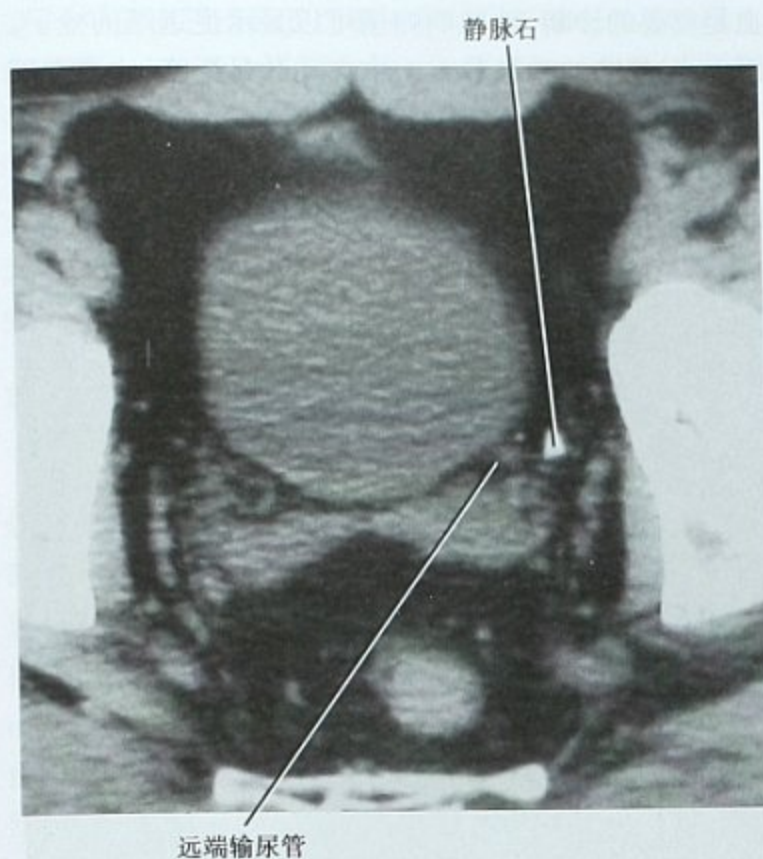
确认输尿管膀胱连接处并以此来鉴别盆腔钙化,平扫 CT 横断位图像,显示钙化影与 UVI 是分开的,为静脉石,注意致密影周围未见软组织影包绕
